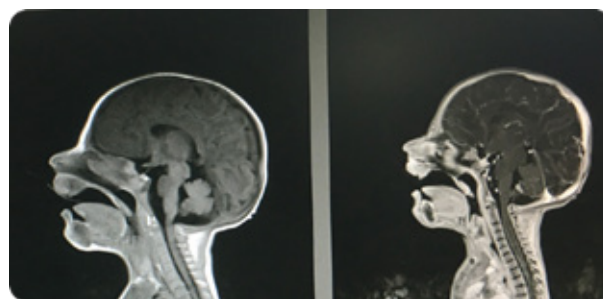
Ressonância magnética de encéfalo evidenciando polimicrogíria na região frontoparietal esquerda.
